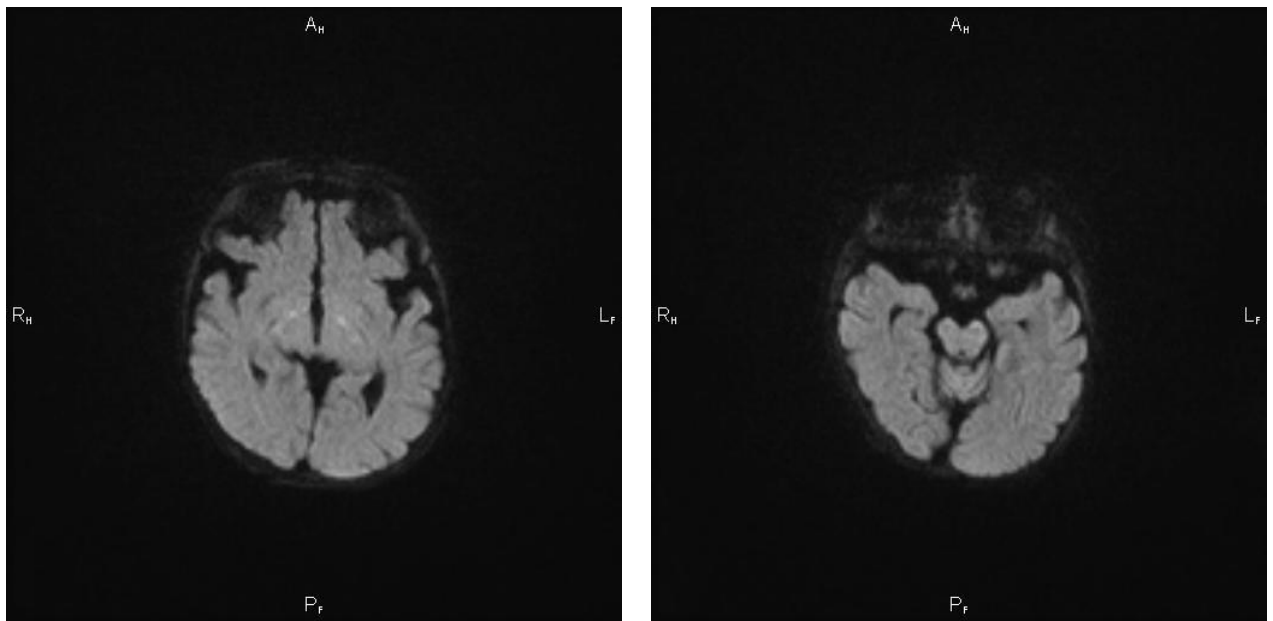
МРТ головного мозку: ділянки незначної ішемії у пацієнта з подвійним відходженням магістральних судин від правого шлуночка (*Джерело: надано лікарями радіологами відділення радіології НПМЦ ДКК МОЗУ*)
